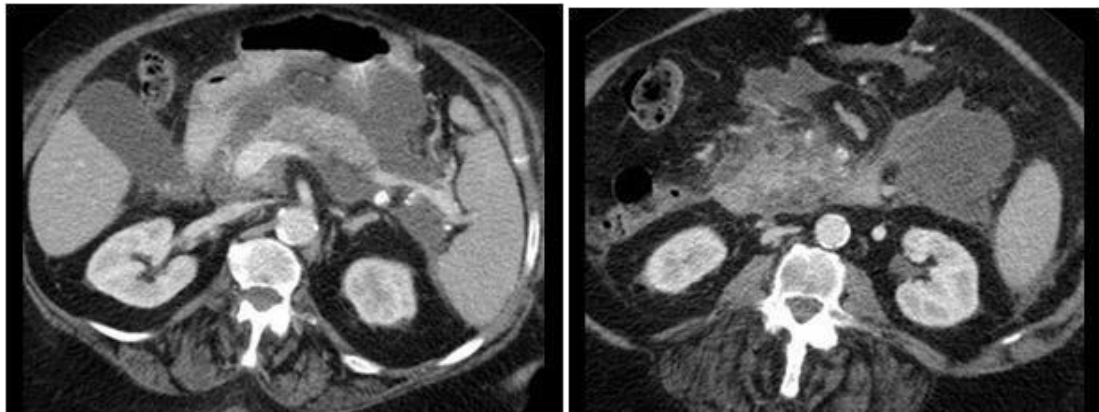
КТ инфицированного панкреонекроза на разных фазах контрастирования
